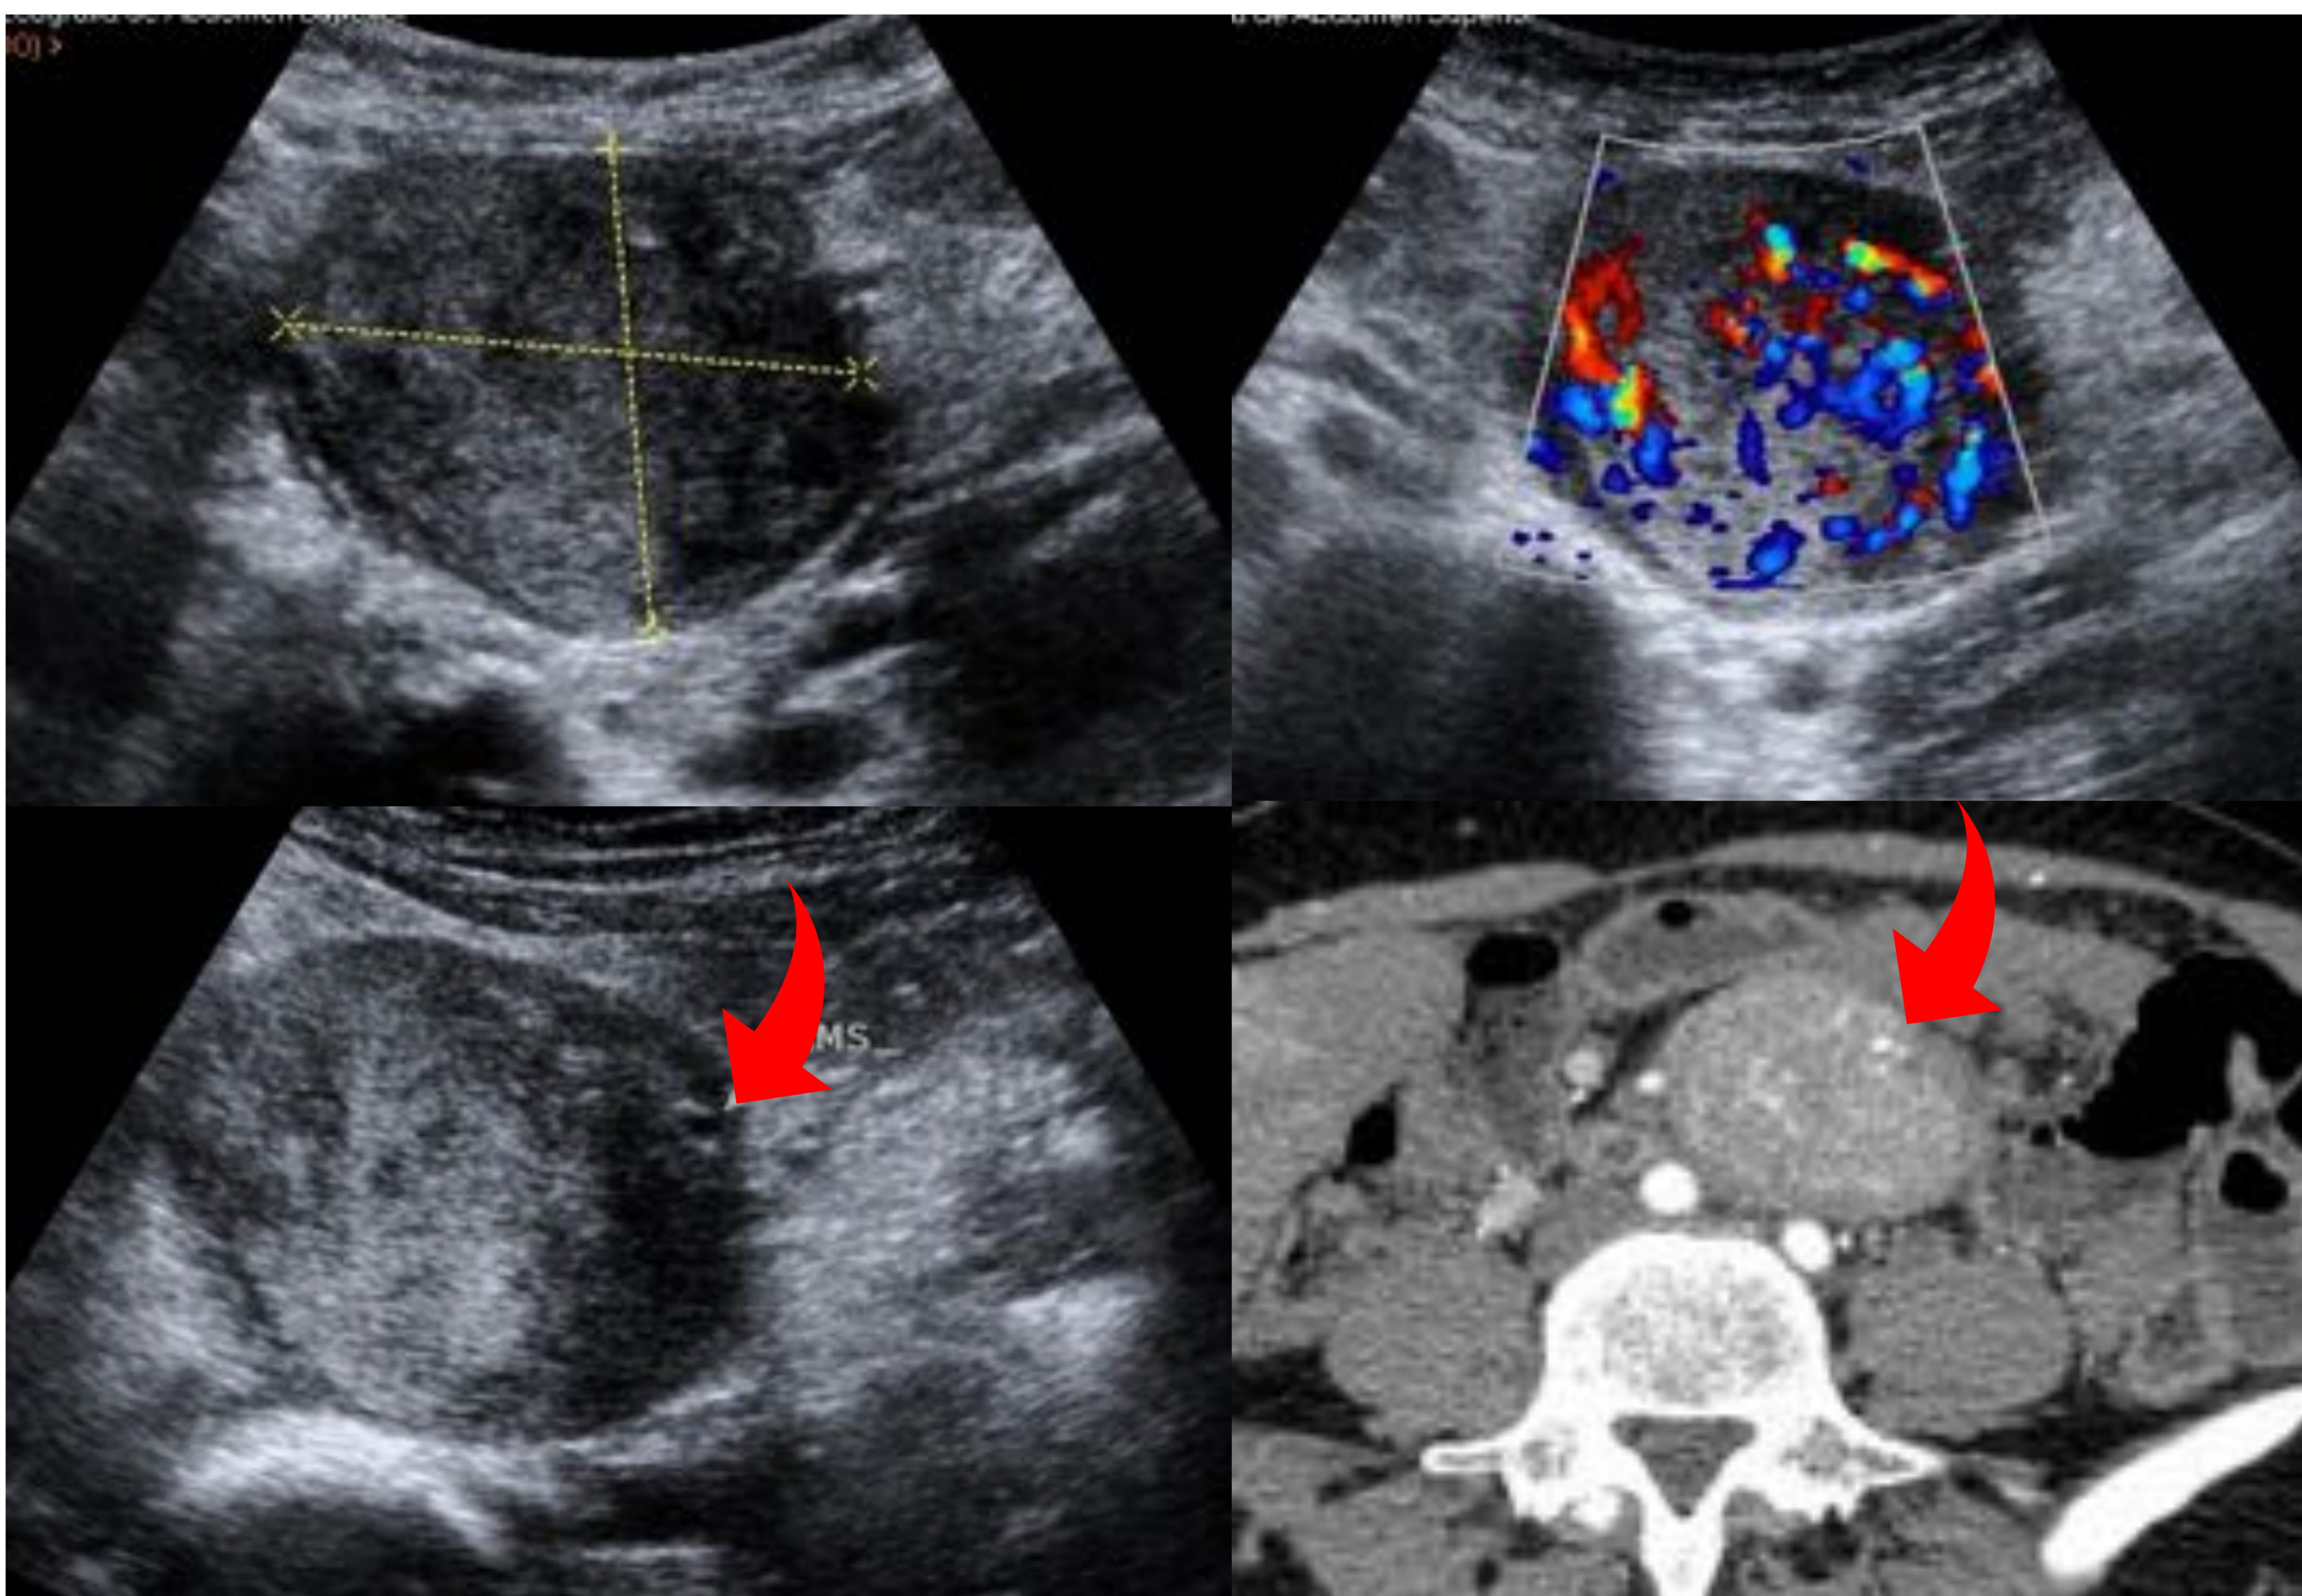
Masa abdominal dependiente de 3ª porción duodenal de ecogenicidad heterogénea e hpervascularizada en el estudio Doppler y estudio de TC con civ que engloba a la arteria mesentérica superior (flecha)
